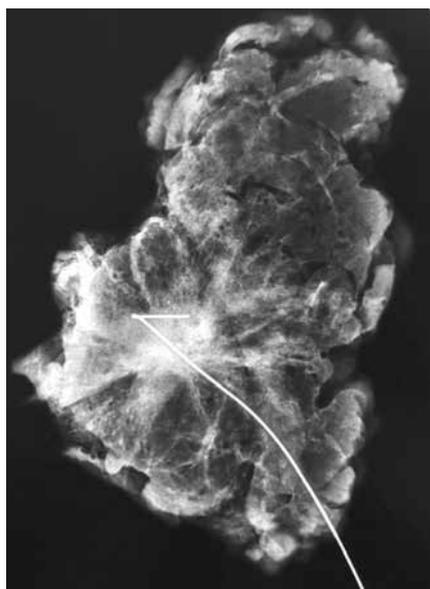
Рентген-контроль сектора правой молочной железы после удаления
